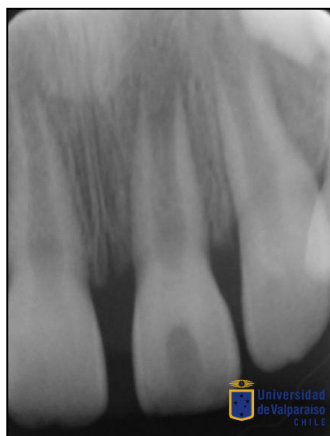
Radiografía de estudio tomada en Julio del 2013. Se aprecia el diente 9 en evolución extra ósea, tercio radicular en formación con paredes radiculares divergentes a apical, área radiolúcida periapical y ensanchamiento del ligamento periodontal.
